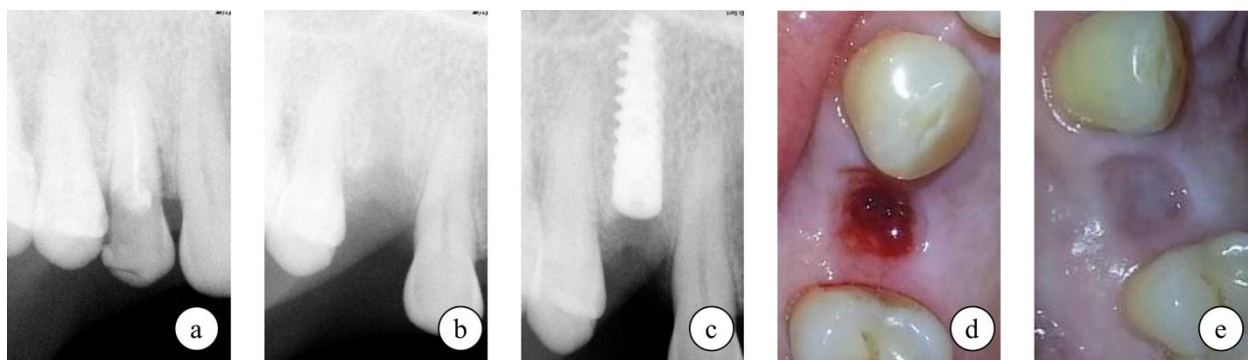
Pacienta B. 56 ani. Instalarea în două etape chirurgicale fără decolarea lamboului mucoperiosteal: (a) radiografie retroalveolară d. 14; (b) radiografie retroalveolară a alveolei postextracționale a d. 14; (c) radiografie retroalveolară postimplantară a d. 14 (d) alveola dintelui 14 imediat după instalarea implantului dentar endosseos de stadiul II; (e) situația clinică la 4 luni postimplantar.
